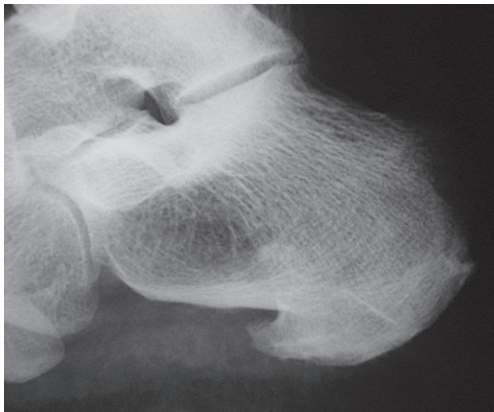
Radiographie du calcanéus de profil. Volumineuse enthésopathie calcifiante à l'insertion de l'aponévrose plantaire. Enthésopathie calcifiante de petite taille à l'insertion du tendon calcanéen.
